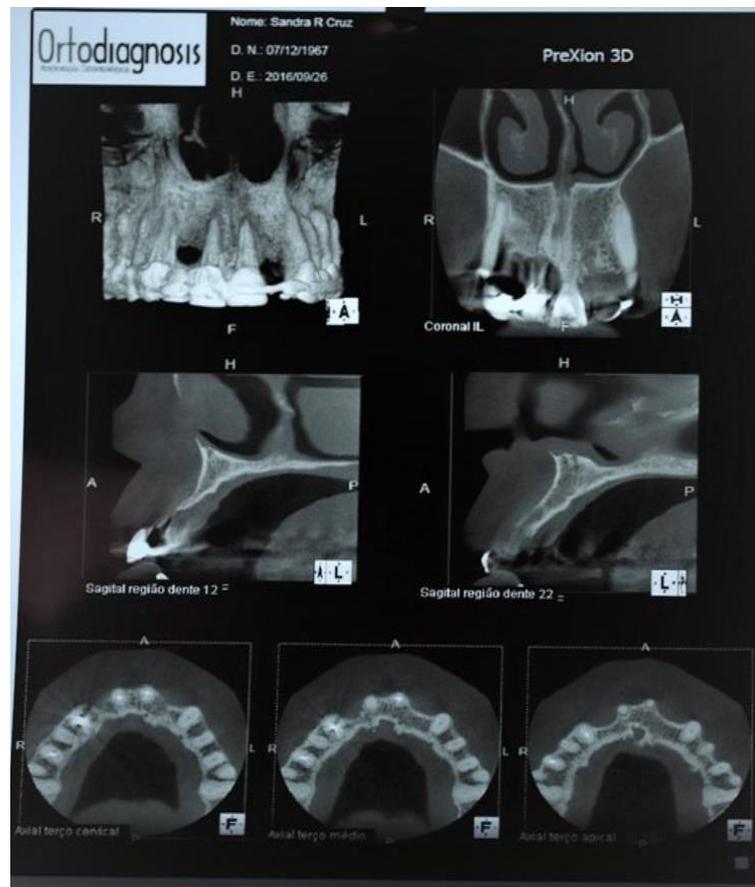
Tomografia mostrando grande perda da parede vestibular
